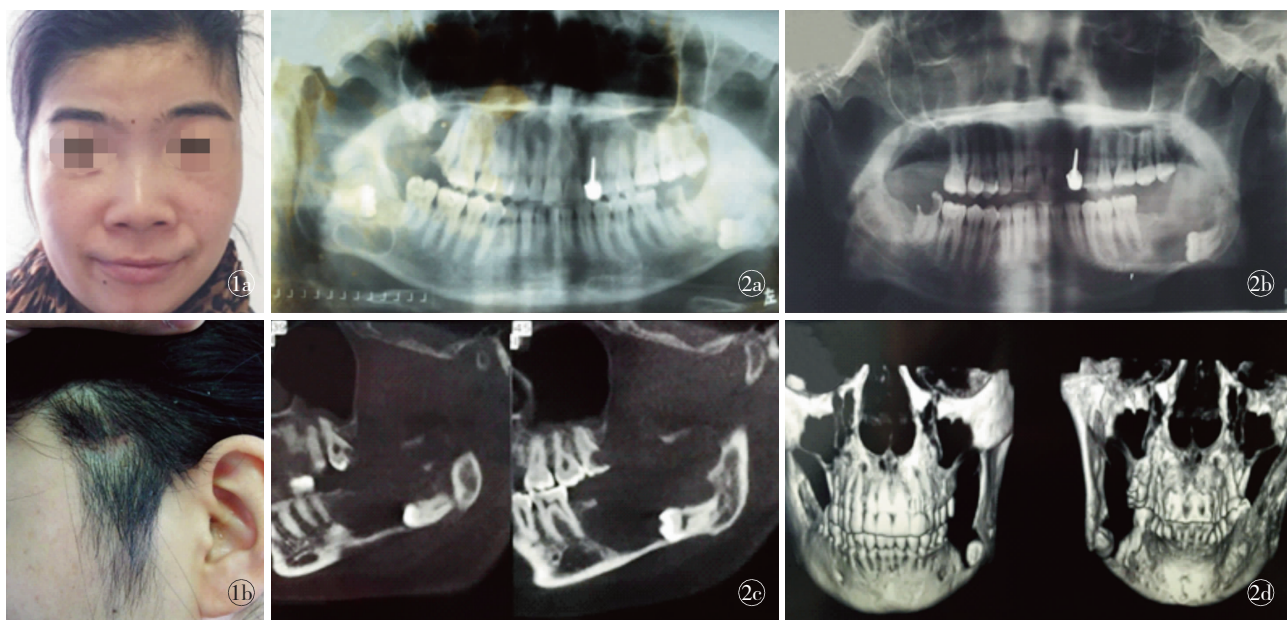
35岁女性,左侧颞部肿物 a.术前 b.术后1周,扩大手术术前 图2 2次手术后 a.2009年曲面平展示右侧上下颌骨囊肿 b.2011年曲面平展示左侧下颌骨囊肿 c,d.2011年上下颌骨3D CT提示左侧下颌骨囊肿
